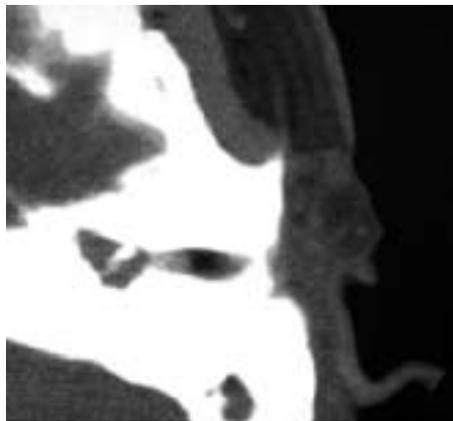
TC in proiezione coronale ed assiale: la neoplasia interessa il condotto, la cassa e la mastoide
